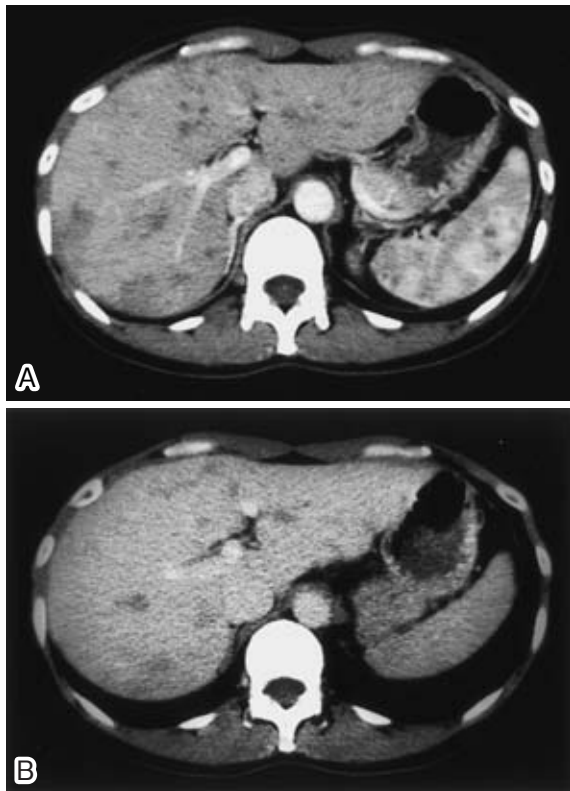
Abdominal CT revealing some nodules on the liver and the spleen representing map-like appearance with hepatosplenomegaly. (A) Early arterial phase image of abdominal enhanced CT scan on admission. (B) Delayed phase image of abdominal enhanced CT scan on admission.
